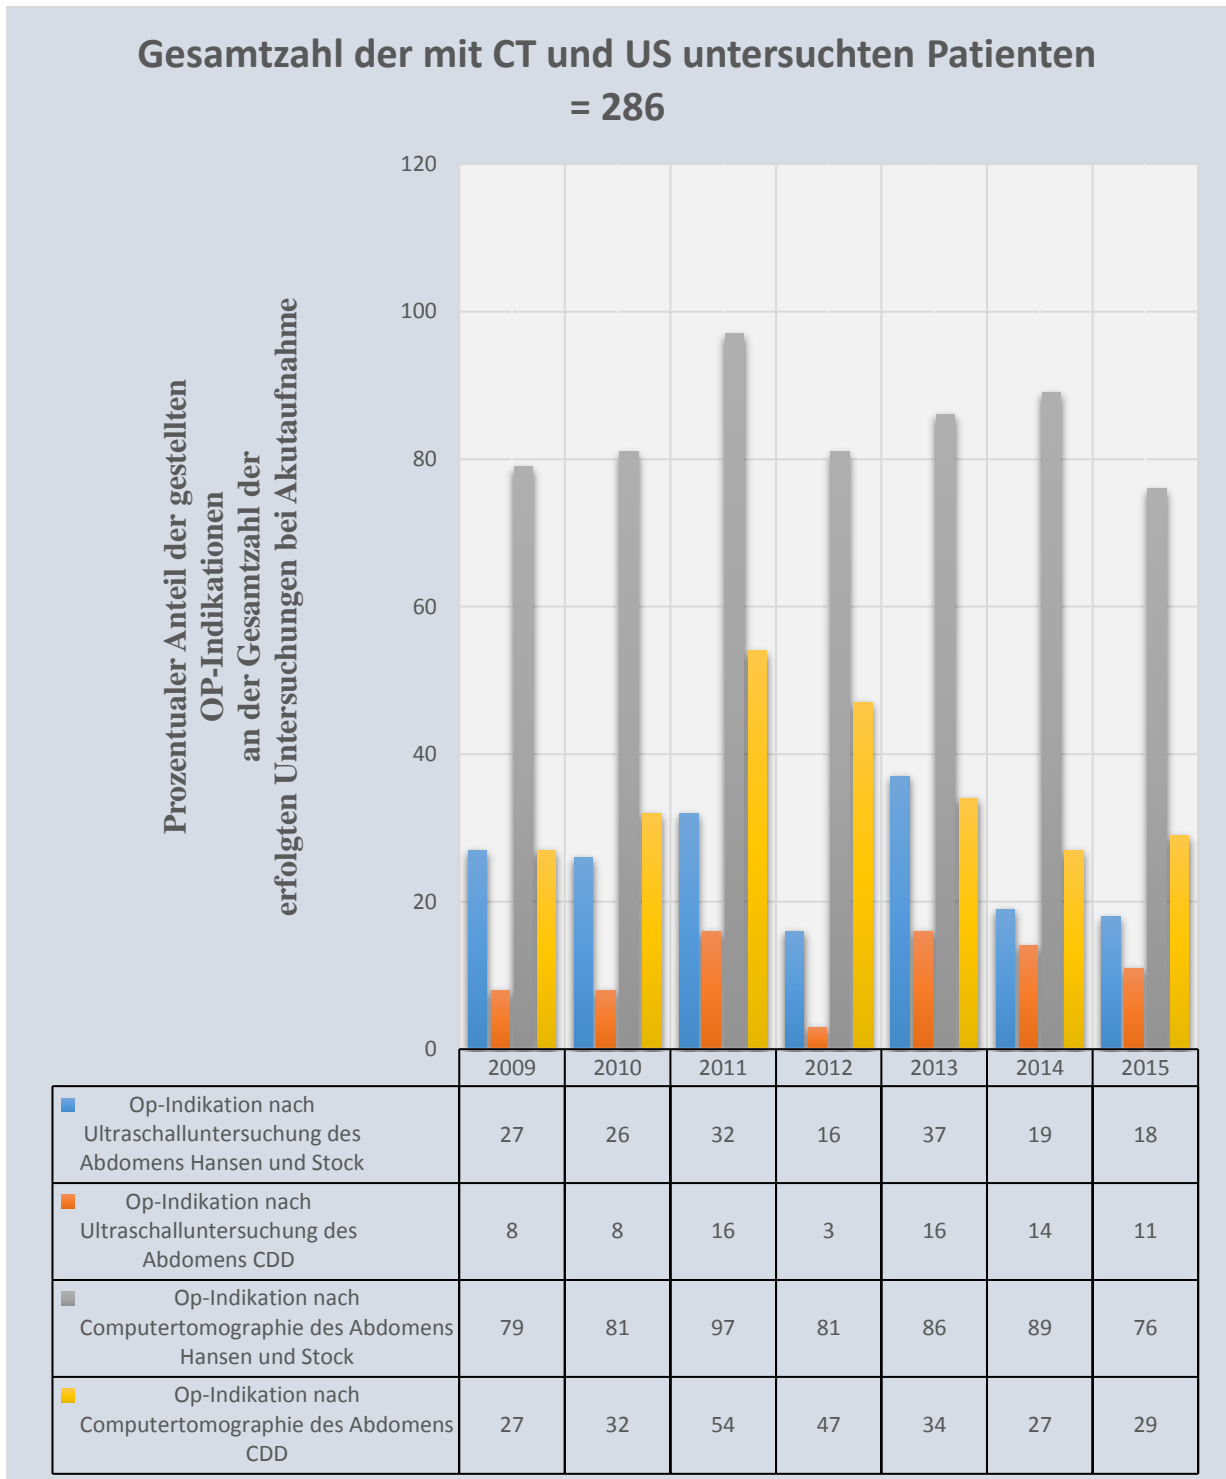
OP-Indikation aller akut aufgenommenen und mittels CT und US des Abdomens untersuchten Patienten gemäß dem erhobenen Untersuchungsbefund in Prozent
